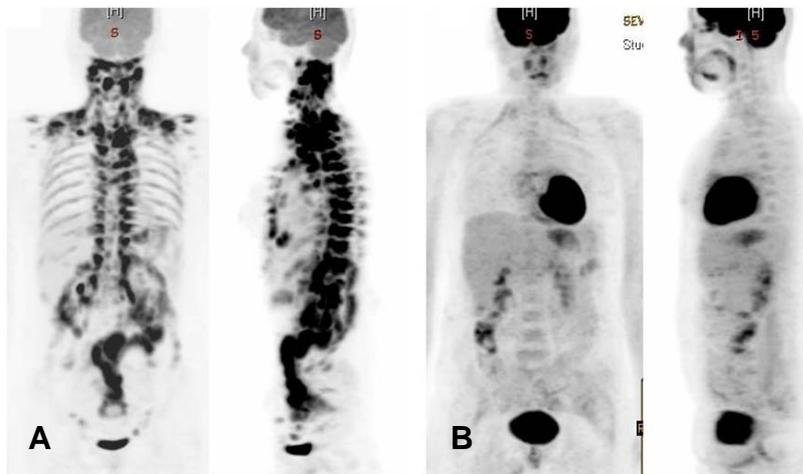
(A) Preoperative ^{18}F FDG-PET whole body scan shows intense uptake of FDG in fat-containing tissues of the bilateral neck, supraclavicular fossa, mediastinum, and abdomen. No FDG uptake was seen in the right adrenal tumor due to cystic necrosis. (B) The symmetrical FDG uptake has disappeared in the postoperative ^{18}F FDG-PET whole body scan after tumor removal.
